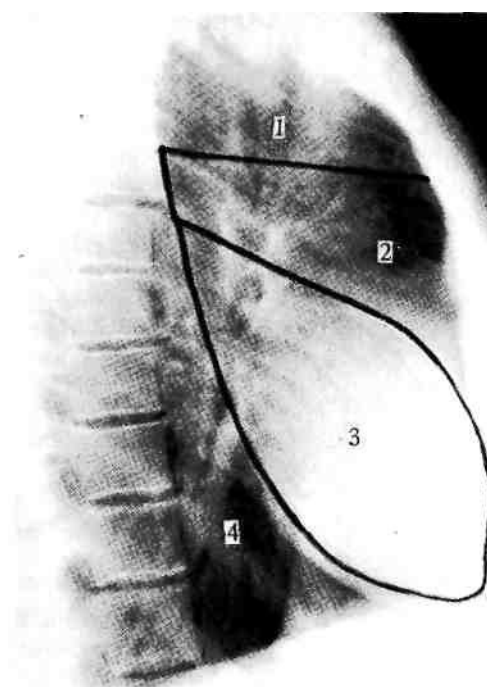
Отделы средостения. Рентгенограмма.
